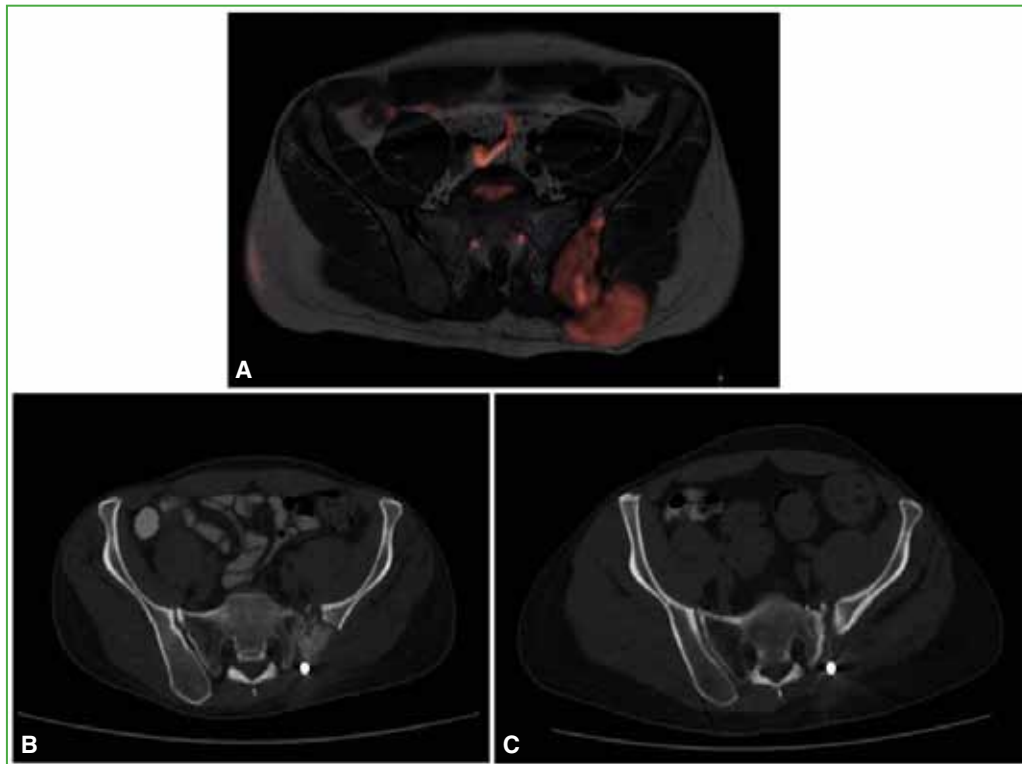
Caso 5. Condrosarcoma de pelvis. Se observa la reabsorción progresiva del injerto. A. Resonancia magnética de pelvis preoperatoria. B. Tomografía computarizada de pelvis a los 6 meses de la cirugía. C. Tomografía computarizada de pelvis a los 2 años de la cirugía.
